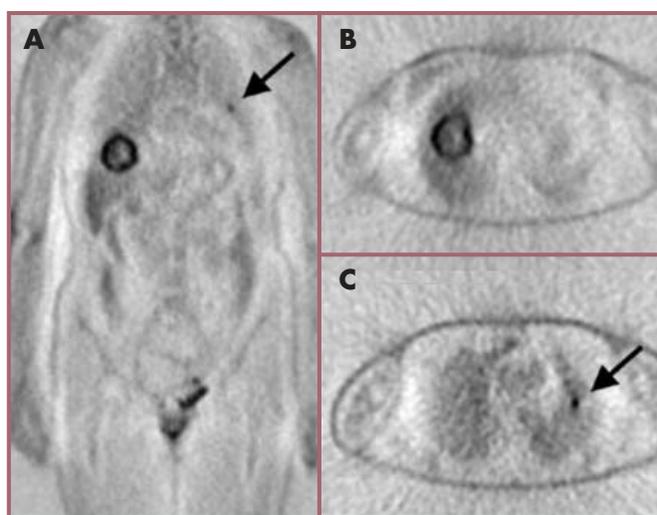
Imagen de emisión (no corregida por atenuación) en proyección de cuerpo entero coronal (A) y transversales de hígado y pulmón (B y C) de un paciente con carcinoma de recto intervenido. Se observa en A y B una gran masa hepática solitaria en lóbulo derecho hepático con una necrosis central. En pulmón izquierdo se detecta una metástasis (flecha) no observada en los estudios de extensión por TC.
